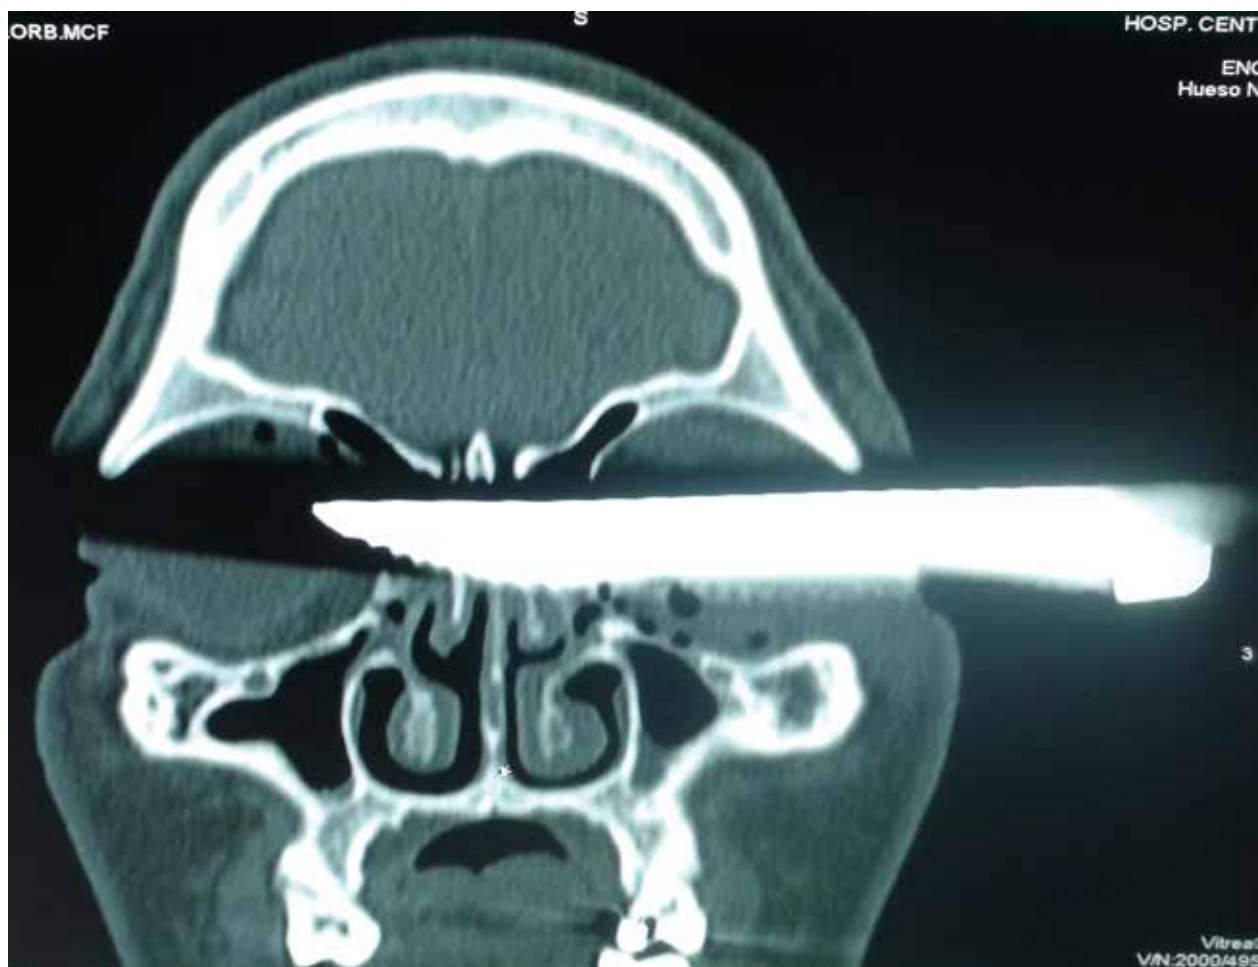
Corte coronal de tomografía computarizada de cráneo y órbitas.
